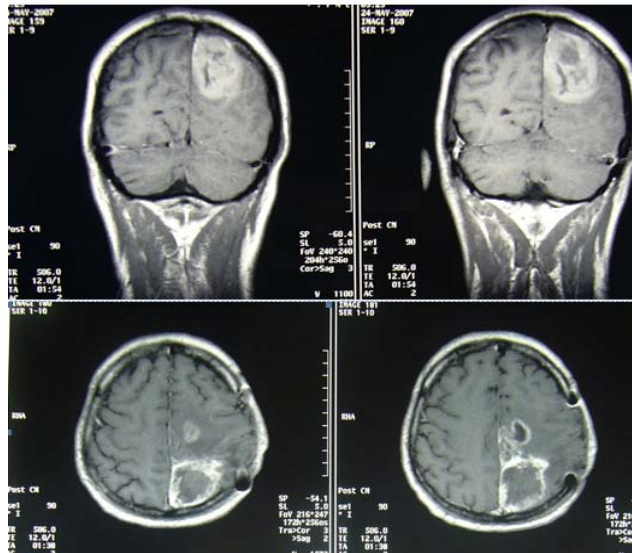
МРТ больного А. от 24.05.07. Продолженный рост опухоли
